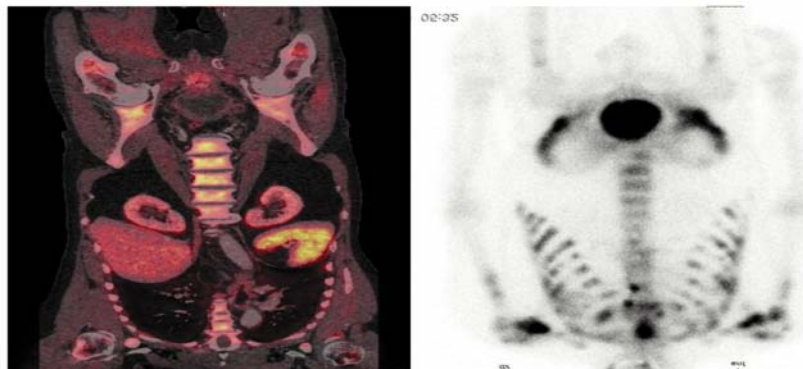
Métaastases osseuses multiples du cancer de la prostate au niveau du rachis, bassin et fémur proximal au PET/CT [122]
